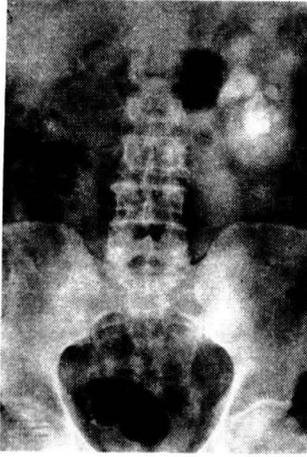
(Obs. II). Radiografía simple. Litiásis pielocalicial múltiple en riñón izquierdo.
